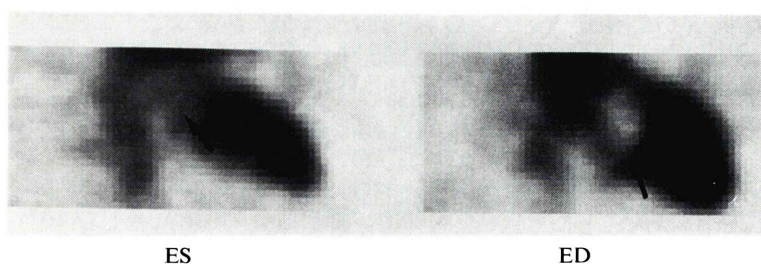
SPECT long axial views in end-systole (ES) and in end-diastole (ED). There was no filling defect in the left ventricle in ES, whereas the tumor occupied almost all the left atrial space (see Fig. 2A). The tumor had a clear margin in the left ventricle in ED.
